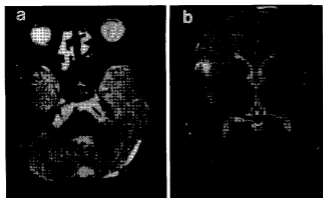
Brain MRI findings of the 23-year old younger maternal uncle. Marked low intensity signal from bilateral basal ganglia and diffuse high intensity signal from white matter of bilateral cerebral hemisphere on T2-weighted axial image (a, b).
